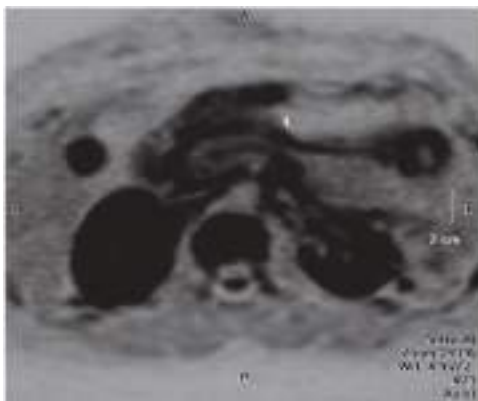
Псевдо-ПЭТ изображение.
